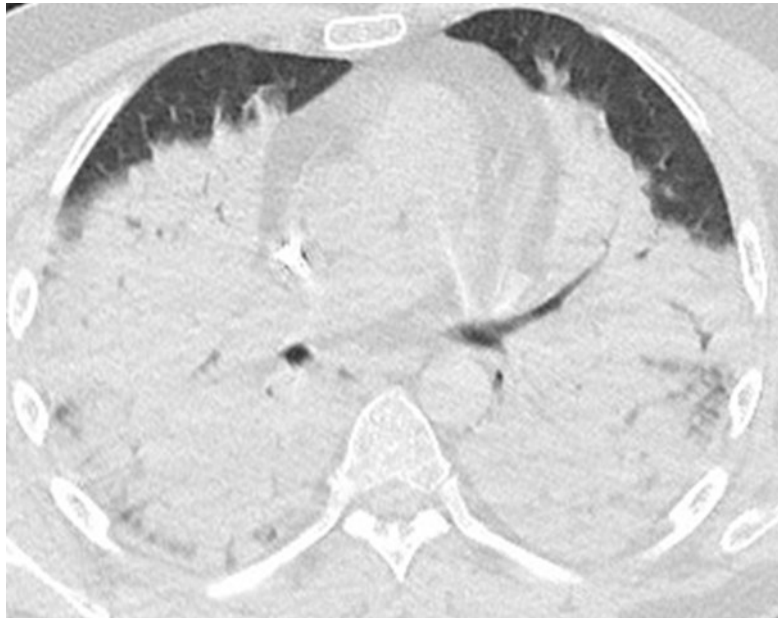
Quadro HRCT polmonare con infiltrati polmonari bilaterali secondari ad emorragia alveolare diffusa in un paziente con MPA.
